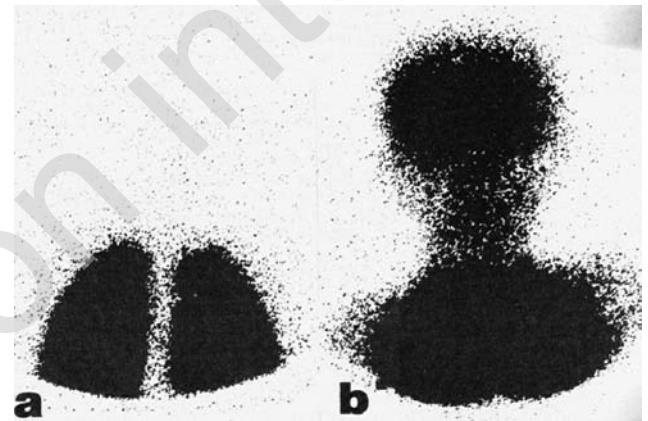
Résultats de la scintigraphie pulmonaire de perfusion aux macroagréats d'albumine marquée chez (a) un enfant de 10 ans atteint de cirrhose due à une atrésie des voies biliaires sans shunt artério-veineux pulmonaire et (b) un enfant de 9 ans atteint de cirrhose secondaire à une atrésie des voies biliaires compliquée d'une hypoxie par shunts artério-veineux pulmonaires (syndrome hépato-pulmonaire). Les macromolécules d'albumine, dont le calibre est supérieur à celui des capillaires pulmonaires, sont injectées par voie intraveineuse et sont normalement bloquées dans les capillaires pulmonaires (patient a). En cas de syndrome hépato-pulmonaire, l'augmentation du calibre des capillaires pulmonaires permet le passage d'une fraction croissante de macroagréats d'albumine dans la circulation systémique qui sont ensuite bloqués dans d'autres capillaires, en particulier au niveau du crâne. Le rapport de la radioactivité du crâne à celle des poumons permet de mesurer l'importance du shunt artério-veineux pulmonaire.
